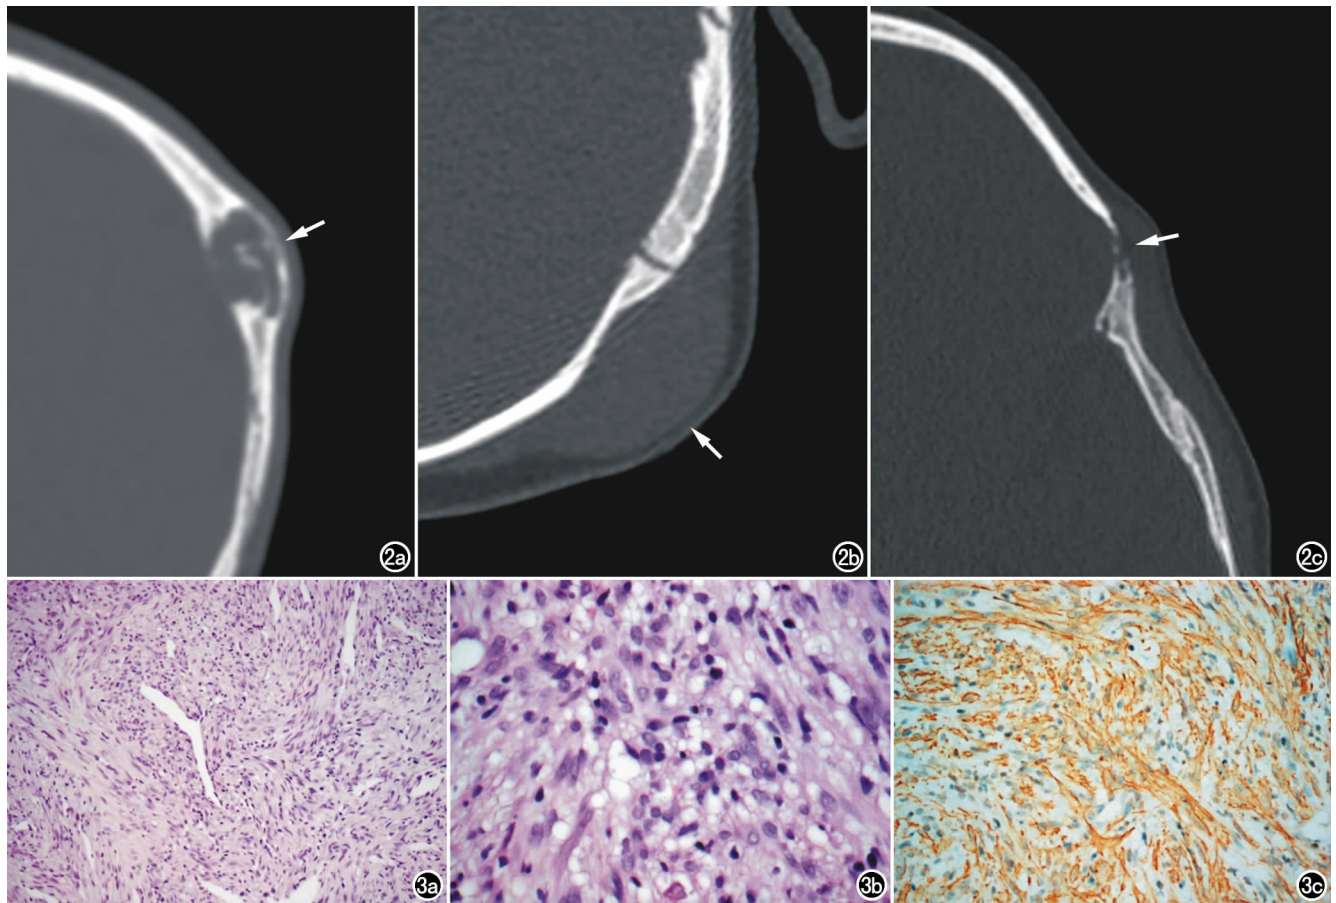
a) 头颅CT冠状面示左侧顶骨可见膨胀性溶骨性骨质破坏肿块(箭),边缘轻度硬化,内可见残留骨片,穿破颅骨内板侵及颅内硬脑膜; b) 左枕部头皮肿块(箭),边界清晰,颅骨外板受压变薄; c) 左侧额骨软组织肿块伴颅骨受侵变薄(箭),骨质破坏明显,可见少量残留骨片。图3 a) 瘤细胞呈编织状、旋涡状排列,可见裂隙样的薄壁血管(HE, $\times 100$); b) 瘤组织见淋巴细胞浸润,核分裂象易见,瘤细胞核呈梭形、核卵圆形为主(HE, $\times 400$); c) 免疫组化显示平滑肌肌动蛋白(SMA)阳性($\times 100$)。
